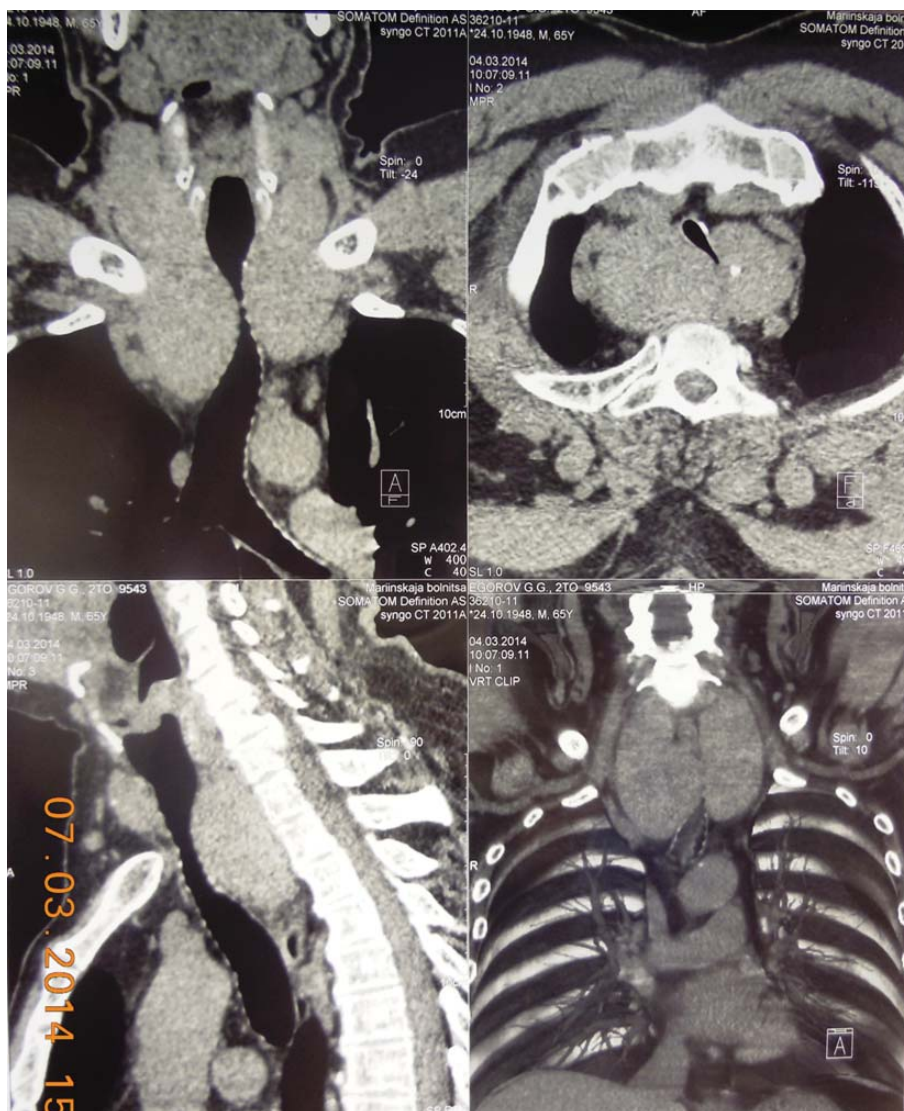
Компьютерные томограммы пациента с АРЩЖ, осложненным компрессионным синдромом.
